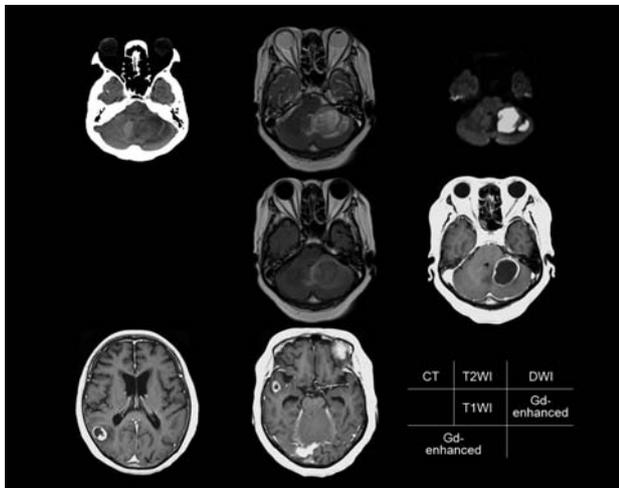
MR imaging of the brain showing a multiple cystic lesion with ring enhancement in the cerebellum on T1 weighted images with Gd-enhancement. In addition, there are two enhanced nodular lesion in the right temporal lobe. They were surrounded by severe perifocal edema.
